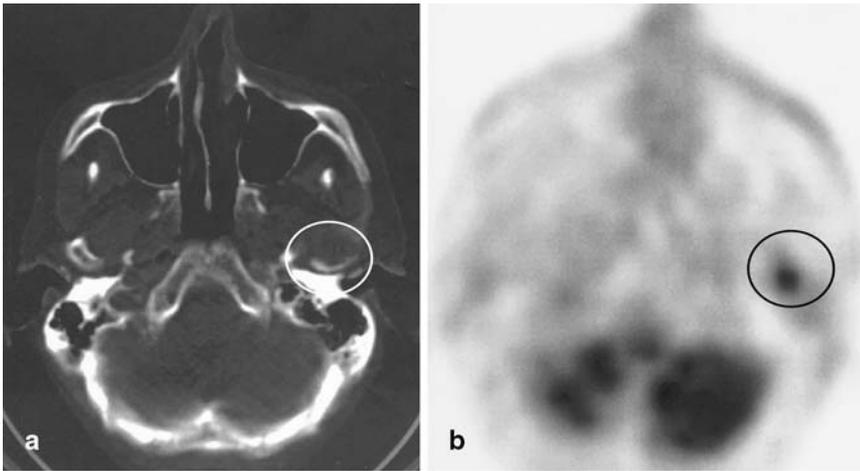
▲ Fusions-PET-CT. a Das axiale CT zeigt eine Osteolyse im linken Kieferköpfchen; b im PET ist an derselben Stelle eine Anreicherung erkennbar
